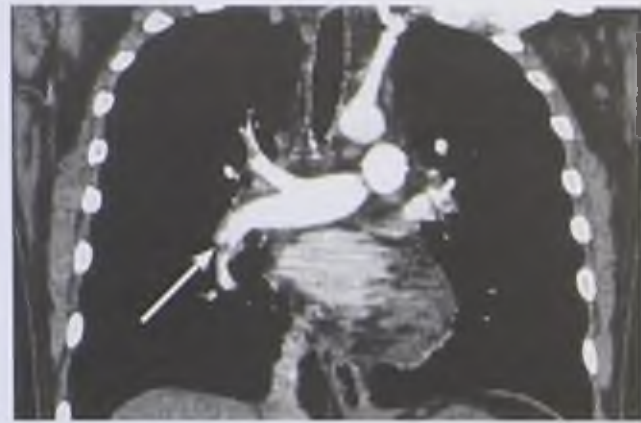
Компьютерно-томографическая ангиограмма с построением изображения проекции максимальной интенсивности (MIP) во фронтальной плоскости. Тромбоэмболия нижнедолевой артерии правого легкого (стрелка)
